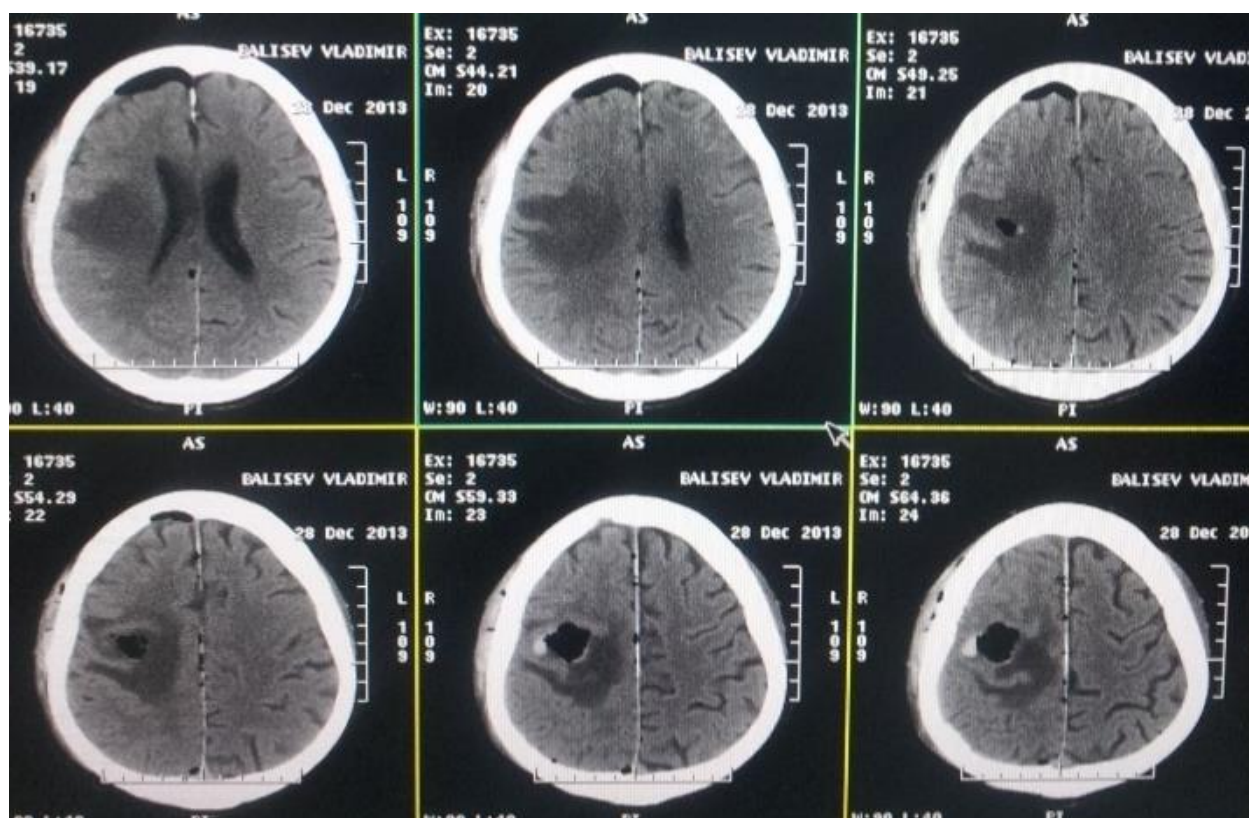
A 4.13. Foto. TC cerebrală de control postoperatoriu (a 3-a zi)
